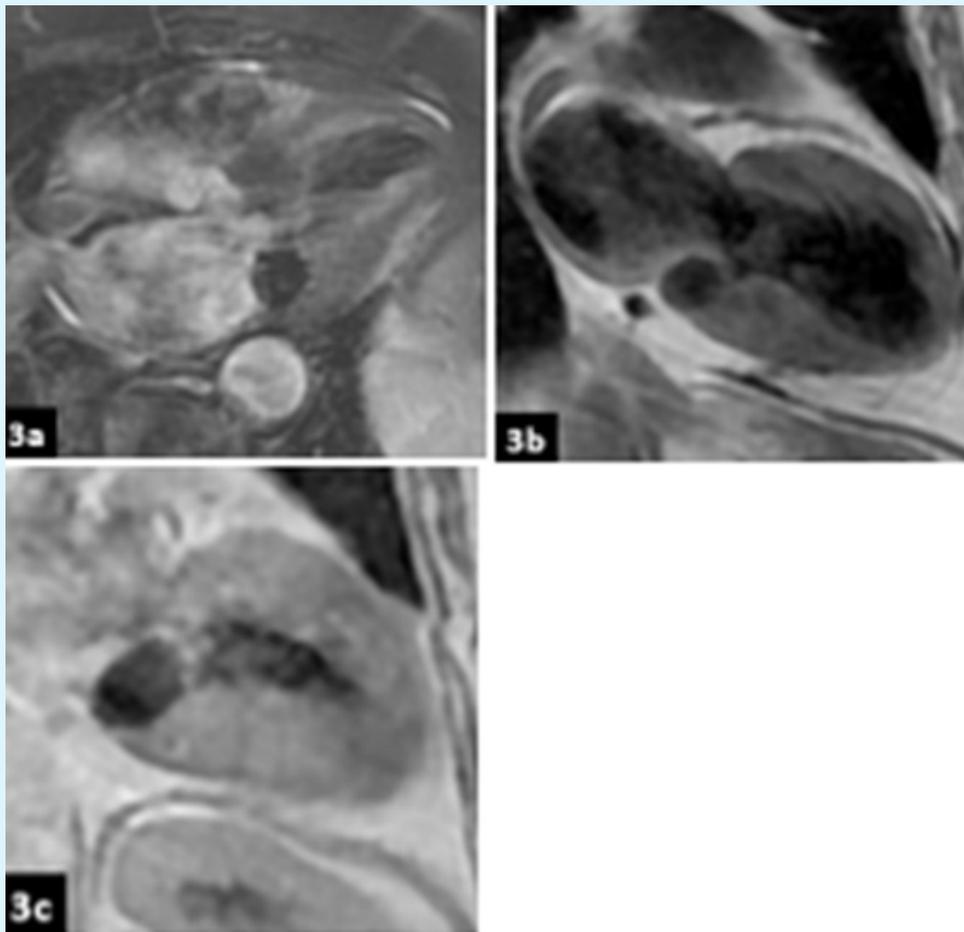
IRM en séquences « sang noir » (Spin Echo). La lésion est en hyposignal homogène sur les séquences T2 (3.a.) T1 avant (3.b) et après injection de Gadolinium (3.c)
